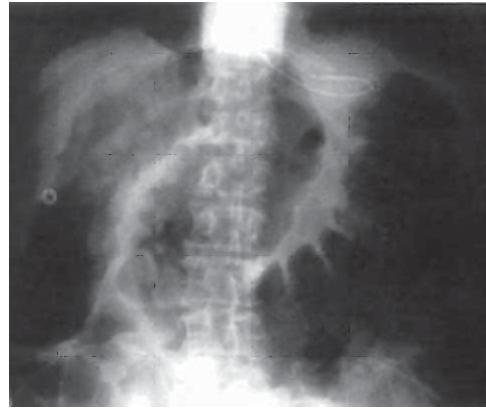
/2. Radiografía en posición supina en paciente con colitis ulcerosa complicada con megacolon tóxico. Marcada dilatación del colon transverso con pérdida de las aústras colónicas.
